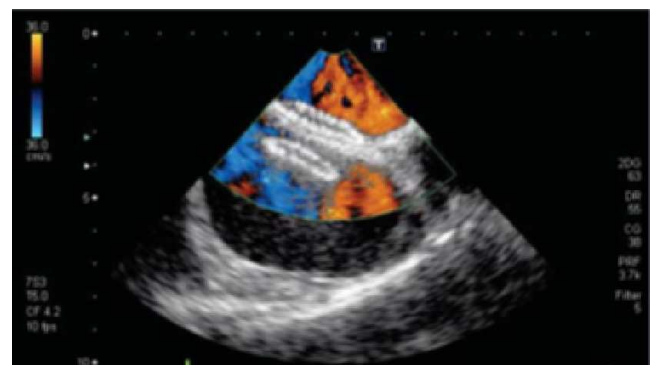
Dispositivo Amplatzer luego de la liberación en adecuada posición en eje bicaval a 60° en el ecocardiograma transesofágico.
